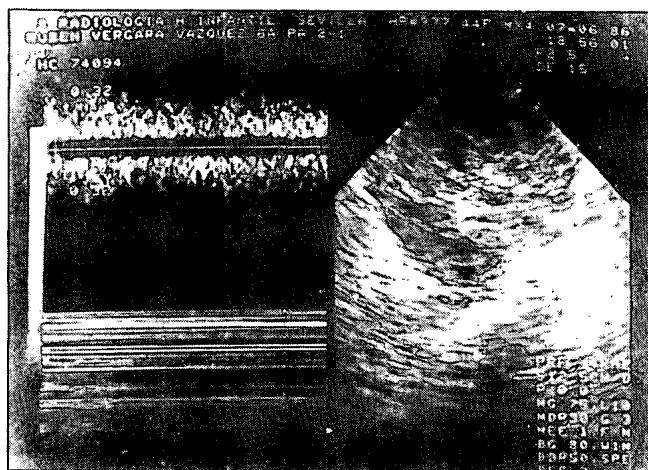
Mitad derecha de la imagen: Ecografía sectorial de injerto renal con estenosis de arteria principal. Corte coronal. Cursor en hilio renal. Mitad izquierda: Remolinos.
